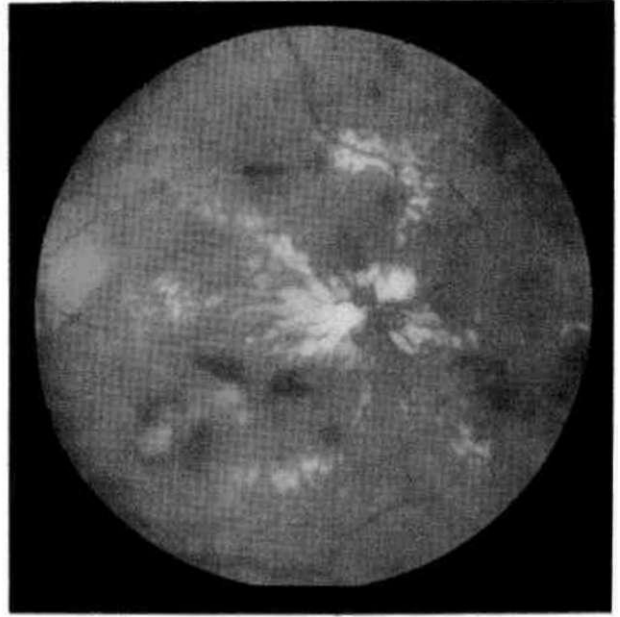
Anjiyografide mikroanevrizmalardan flöresein sızıntısı. Kanama odaklarının boyanmadığı görülmektedir.
